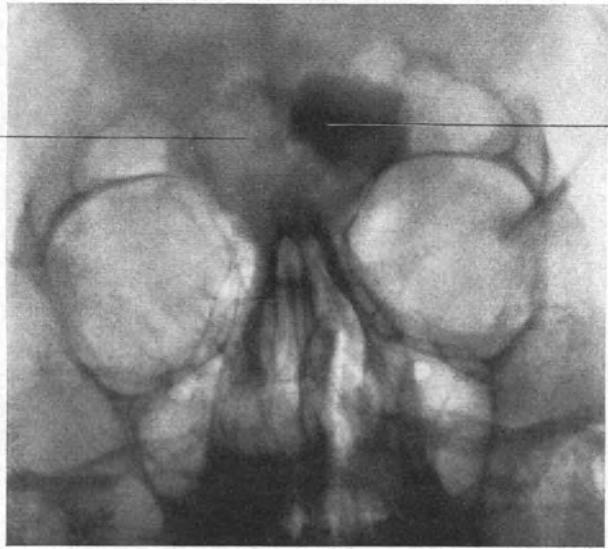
Röntgenbild eines Osteoms der Stirnhöhle. a Kompakter Teil des Osteoms. b Spongioser Teil des Osteoms.
